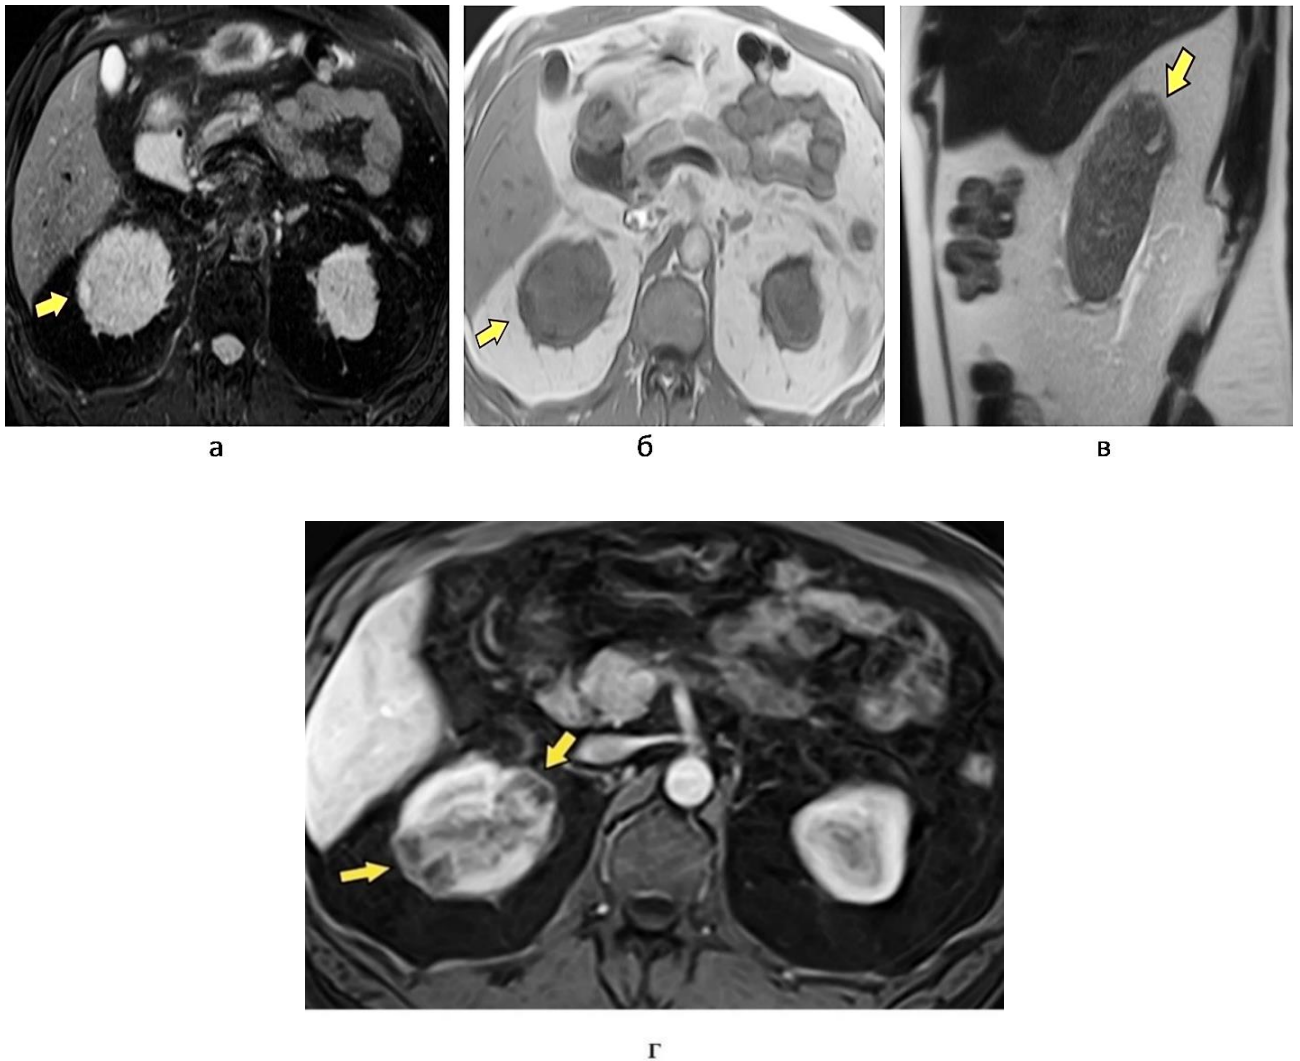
МР-томограммы почек и забрюшинного пространства (мультипланарные реконструкции) пациента С., 65 лет, при нативном и внутривенном контрастном усилении пациента на 21-е сутки после травмы: *а* – Т2-ВИ в аксиальной плоскостях неоднородно гиперинтенсивные участки ограничения диффузии; *б, в* Т1-ВИ в аксиальной и коронарной плоскости гипоинтенсивные участки; *г* – постконтрастные (Т2-ВИ). Определяются гипоинтенсивные очаги окружены гиперденсивным ободком, соответствующий абсцедирующему посттравматическому пиелонефриту (*желтые стрелки*)
